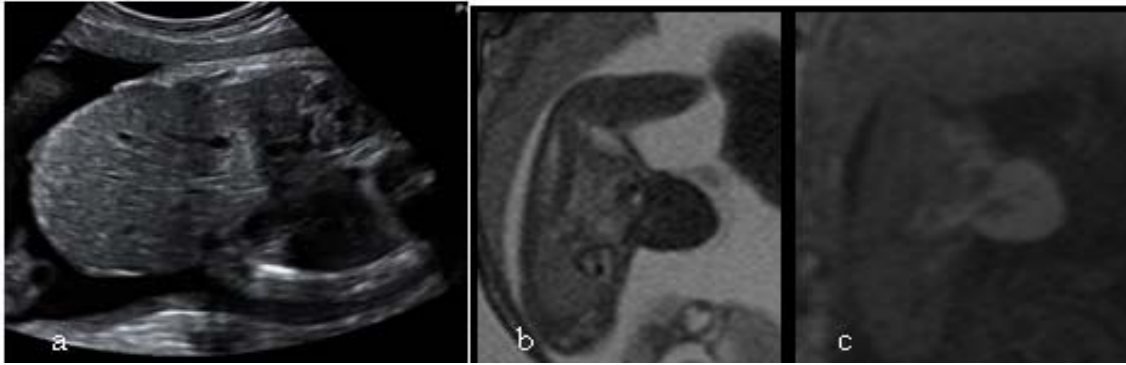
Bronkojenik kist; 27 haftalık fetusta toraksta (a) T2A TRUFİ görüntüde hiperintens (b) B-mode sonografide anekoik belirgin kardiak deplasyona neden olan düzgün sınırlı homojen, ince duvarlı kistik yapı izlenmektedir.
